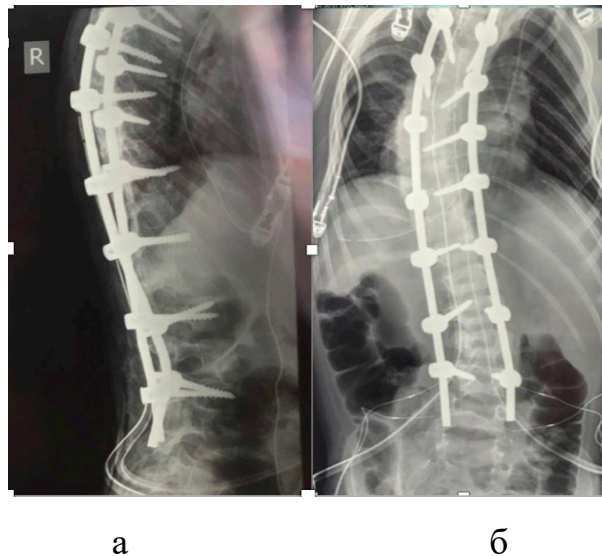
Фотовідбитки рентгенограм пацієнта К. (12 років) після хірургічної корекції деформації
